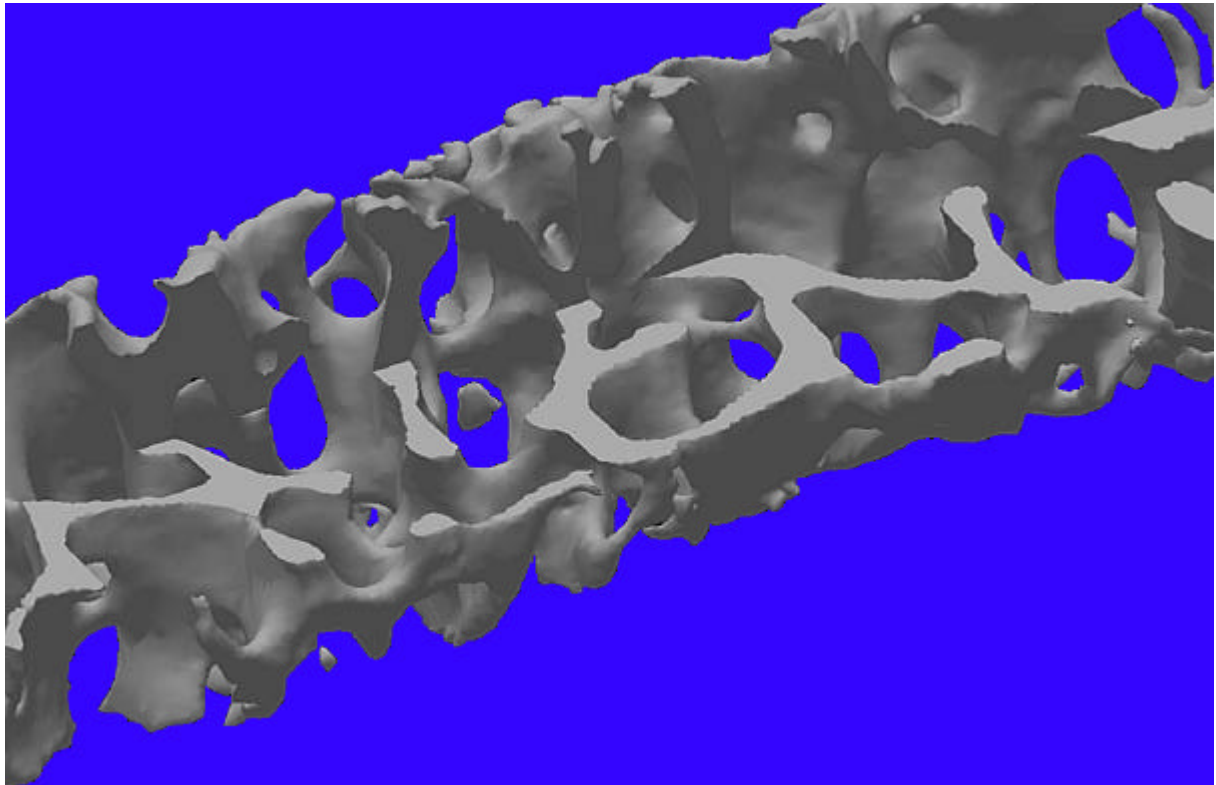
Oberflächenrekonstruktion der Probe CA (2mm Durchmesser) aus einem Mikro-CT Volumendatensatz.
